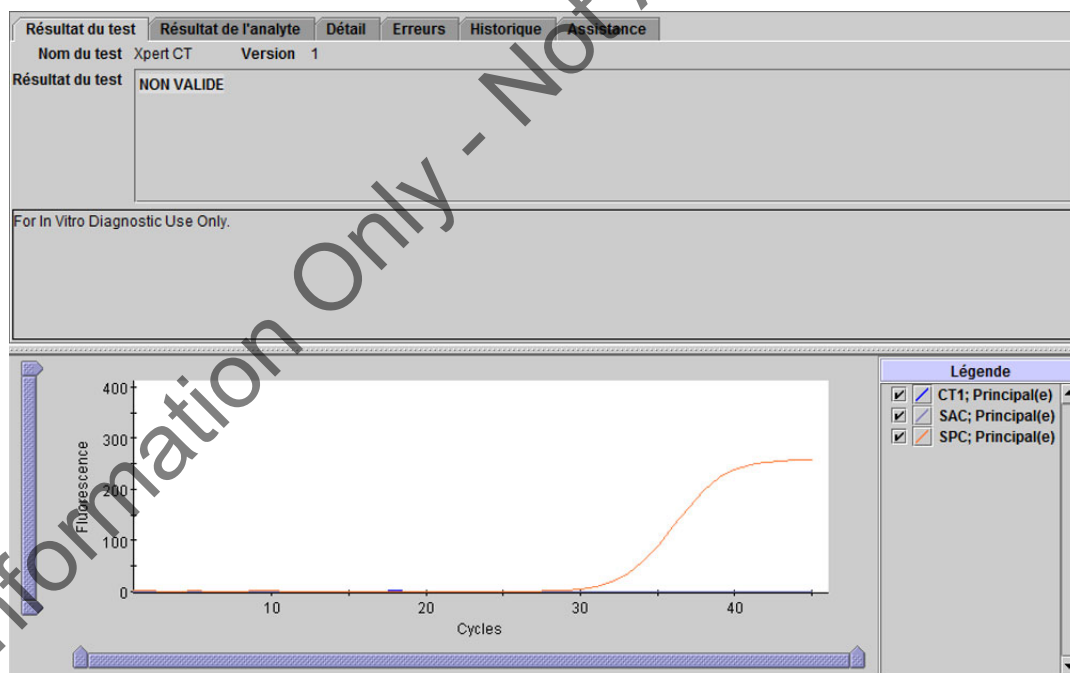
Xpert CT - Résultat non valide
